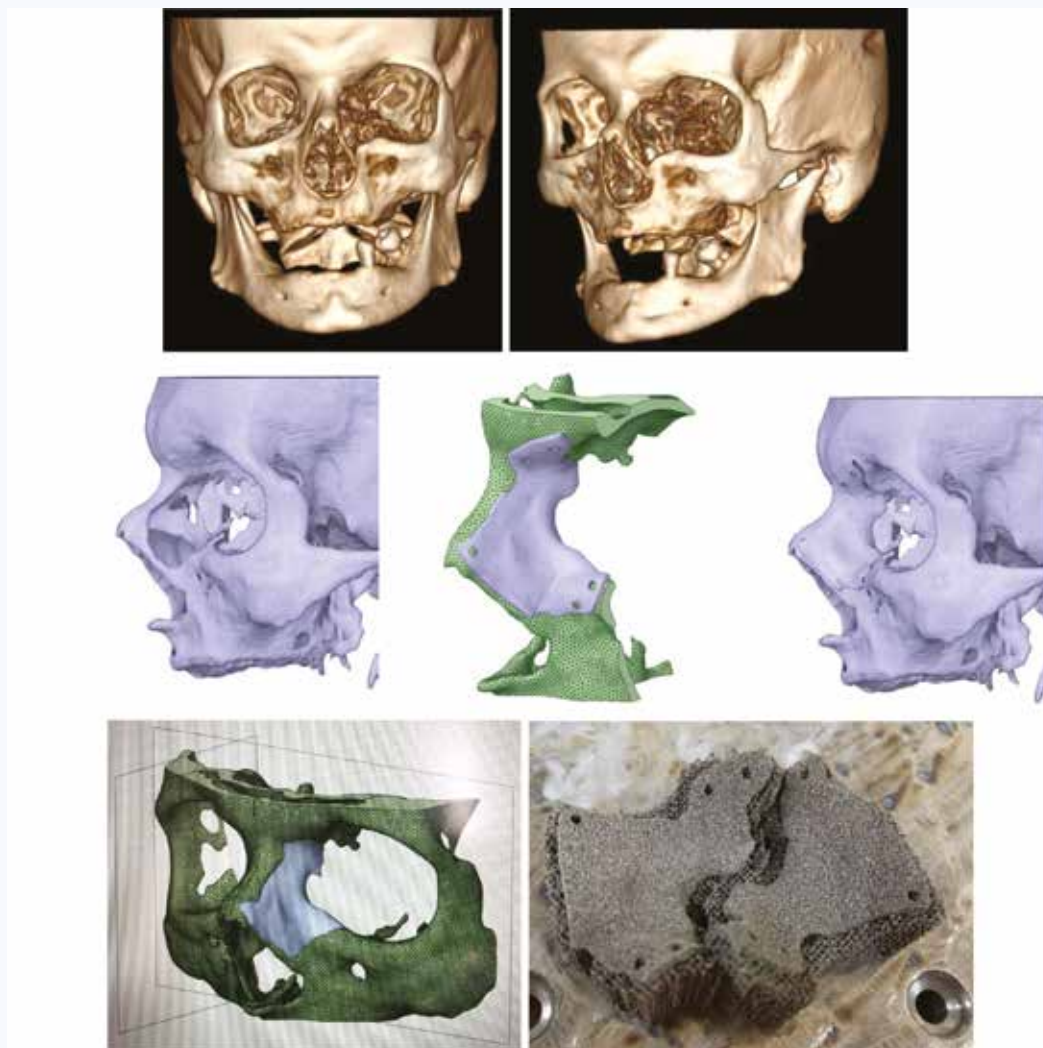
Данные мультиспиральной компьютерной томографии больного. Модель черепа с дефектом переносицы. Твердотельная модель костного дефекта и напечатанный методом SLM образец индивидуального 3D-импланта из никелида титана
